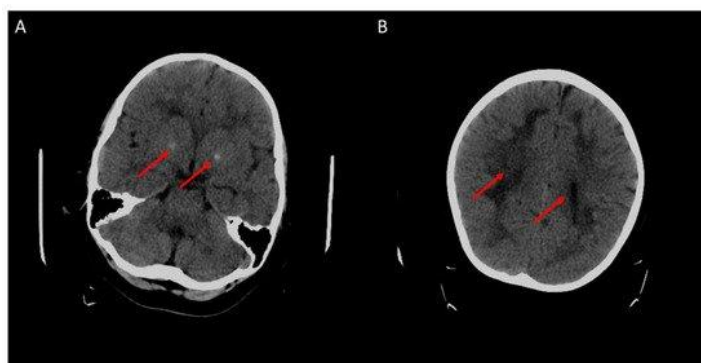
КТ-снимки мозга, сделанные в возрасте 4 лет. Красными стрелками указаны очаги кальцификации (А) и диффузных изменений белого вещества (В).
